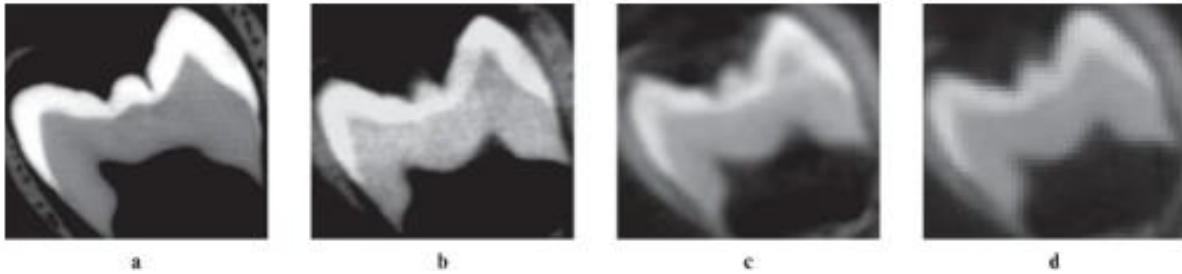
Resolución de la CBCT de acuerdo al tamaño del Voxel. Fuente: Maret. 2012(33)
